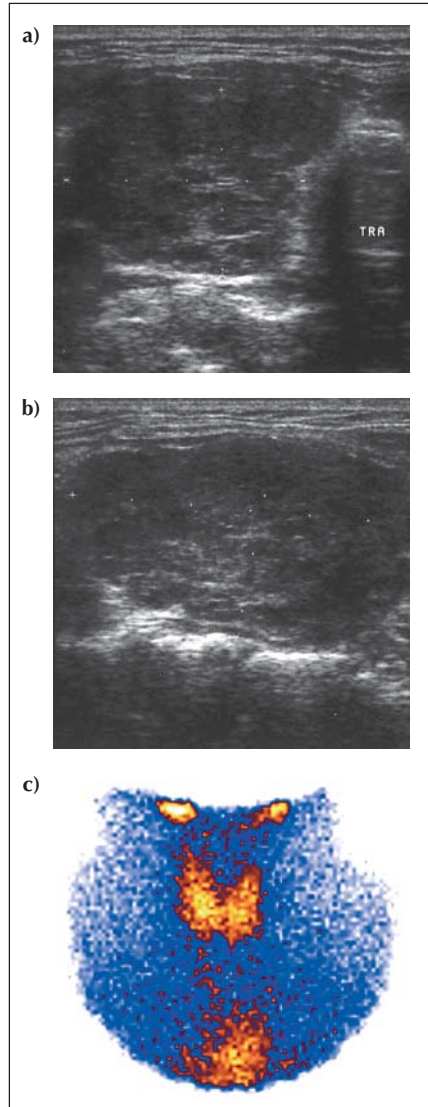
Typischer Befund einer chronischen Immunthyreoiditis Hashimoto (hypertrophe Form): Die vergrößerte Schilddrüse zeigt sonographisch eine herabgesetzte Echostruktur. a: rechter Lappen, Querschnitt (TRA=Trachea), b: rechter Lappen, Längsschnitt. c: In der Szintigraphie zeigt sich bei dieser Patientin eine herabgesetzte ^{99m}Tc -Anreicherung in der Schilddrüse mit relativ hoher Hintergrundaktivität.
